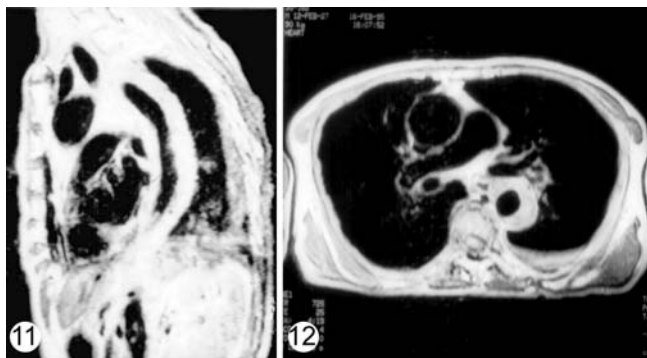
12 主动脉壁间血肿 MRI 左前斜位(图 11)及轴位(图 12)自旋回波 T1 加权像弓降部及降主动脉壁明显增厚呈高信号,未见内膜破口
